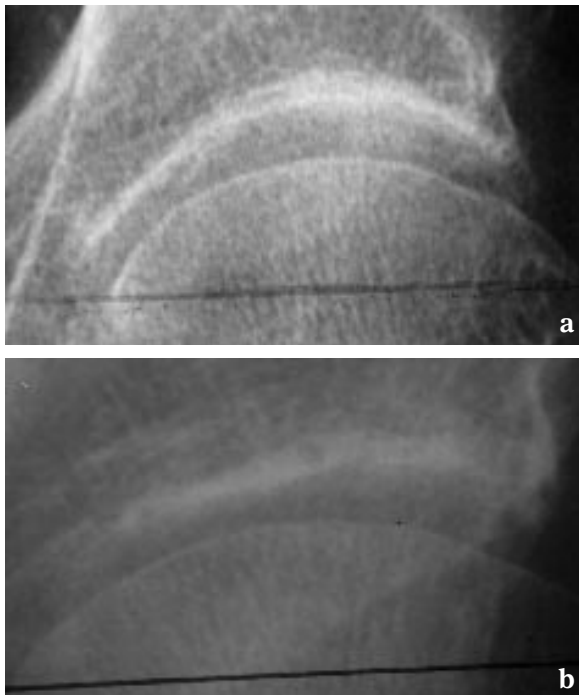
(a) Radiographie de face d'une hanche normalement couverte et (b) radiographie de face de la hanche controlatérale avec insuffisance de couverture latérale. L'interligne coxo-fémoral est plus épais sur la hanche avec insuffisance de couverture latérale que sur la hanche normalement couverte[8]. Il existe également sur la hanche 7b un pincement supéro-latéral.
